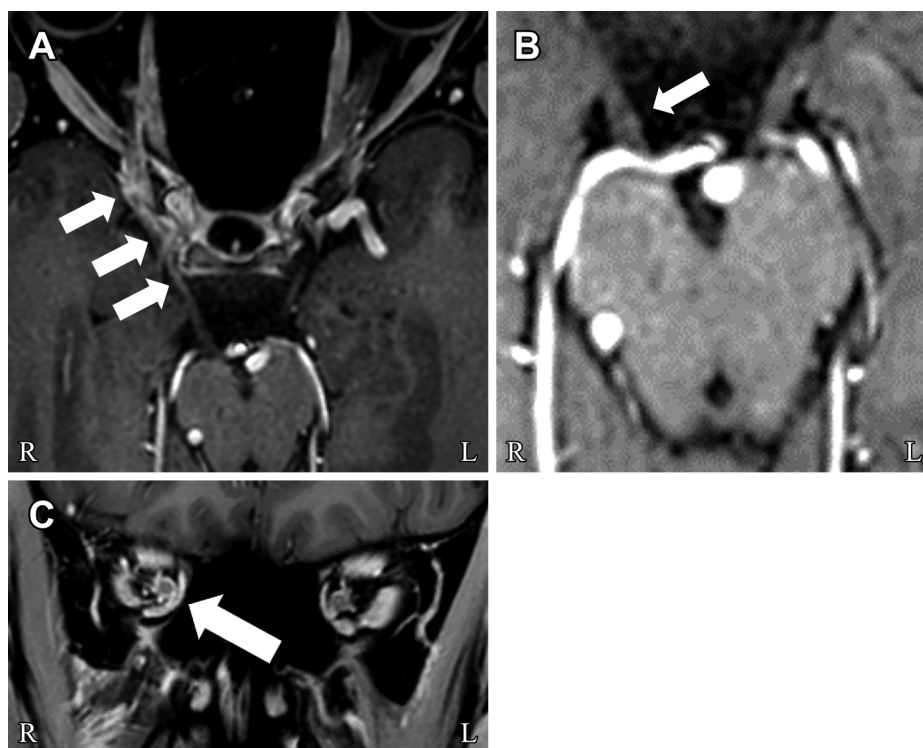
MRI findings for the right oculomotor nerve on the 8th day after onset.
